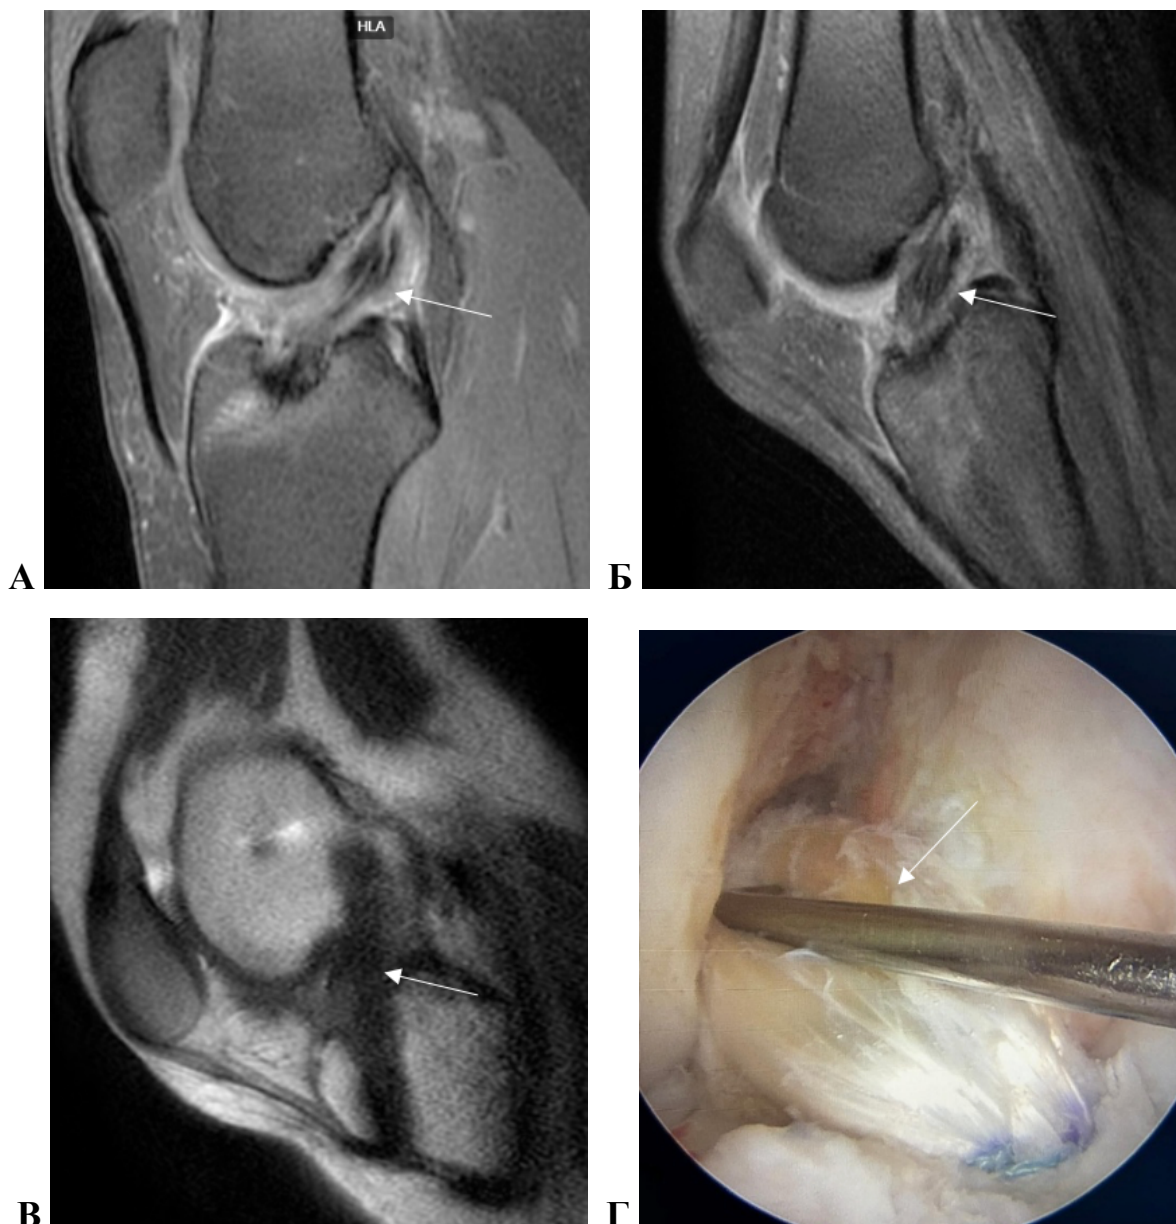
Пациент Д., 31 год. Диагноз: подозрение на разрыв трансплантата ПКС. МРТ (А), фМРТ (Б, В) и артроскопия (Г). Стрелками показан трансплантат ПКС. На МРТ в сагиттальной плоскости (А) трансплантат ПКС отечен, разволокнен, натяжение ее снижено – изменения расценены как частичный разрыв (А). На фМРТ в положении сгибания в режимах PD FS (Б) и SS-FSE (В) с углом сгибания 45–50° трансплантат ПКС имеет хорошее натяжение, достаточно однородную гипоинтенсивную структуру, отмечается его физиологический плавный изгиб кзади – признаки нормального трансплантата ПКС на фМРТ. Фотография во время артроскопии подтверждает нормальный неизмененный аутографт ПКС у пациента (Г)
